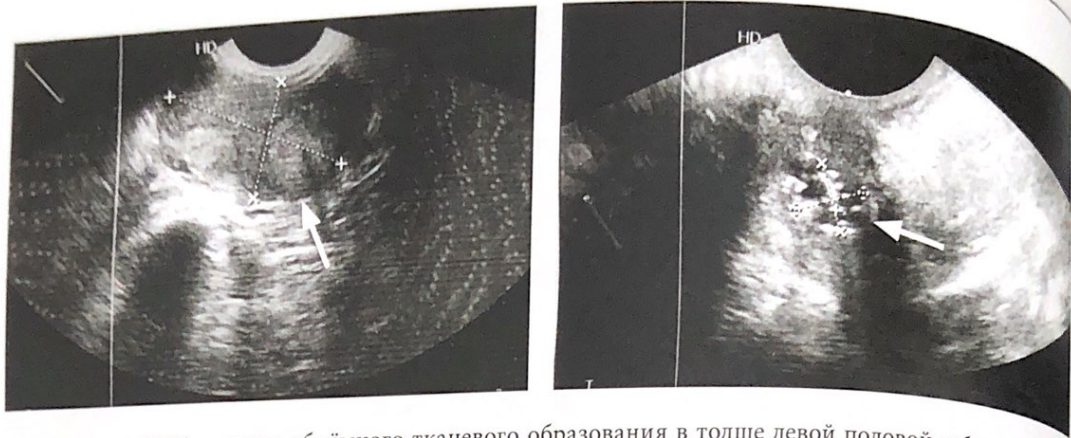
УЗИ-картина объёмного тканевого образования в толще левой половой губы, размерами 41 x 23 x 32 мм, с ровным четким контуром. При проведении доплерографии в его структуре определялись сосуды
